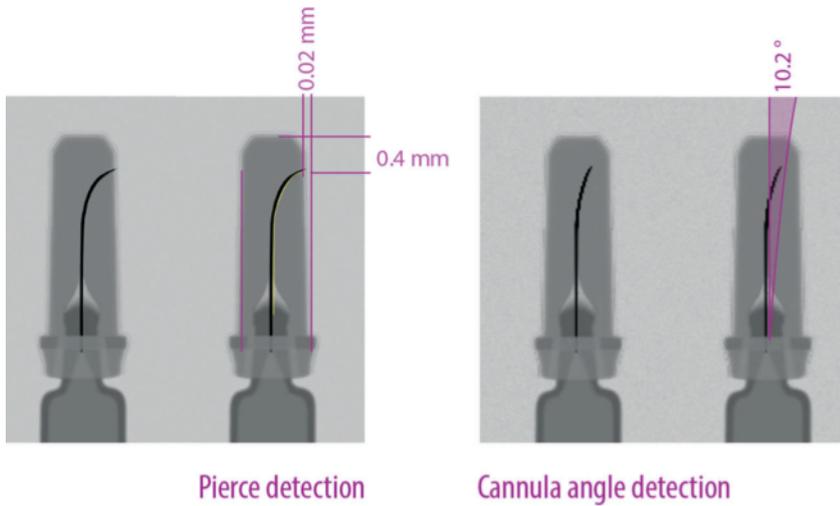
Pulsed X-ray detection ensures maximum precision for puncture and needle angle detection.
